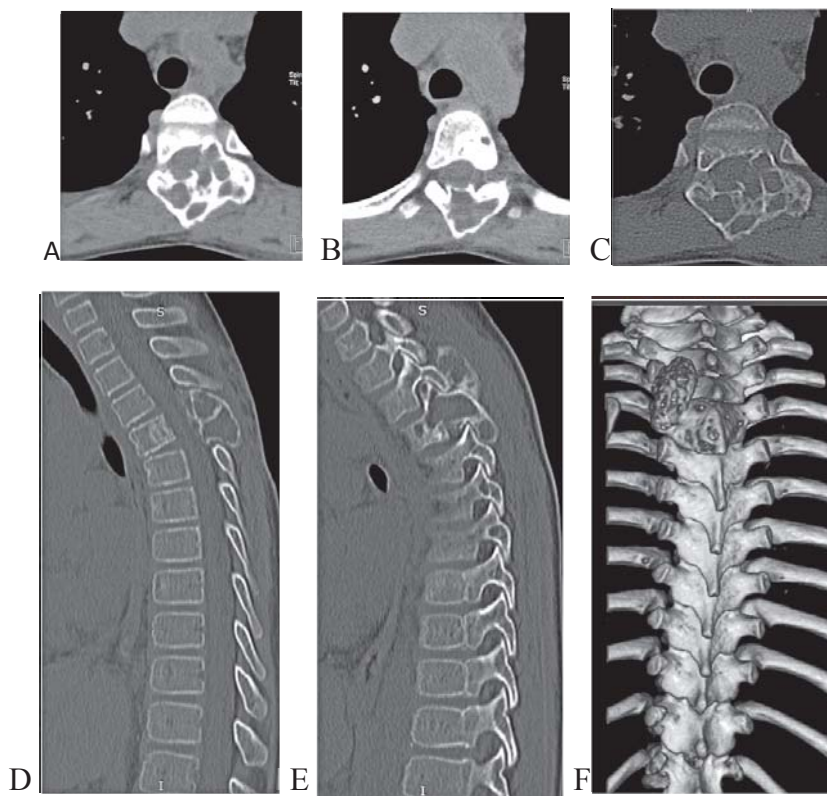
CT coloanei toracice A,B,C,D,E,F: A,B,C- secțiuni transverse la nivelul Th4 cu prezența formațiunii de volum osteolitice cu deformarea complexului posterior, pediculului cu trecere spre corpul vertebral Th4; D,E- secțiuni sagittale cu prezența formațiunii osteolitice a complexului posterior Th4 și corpului vertebral Th4; F- reconstrucția osoasă a coloanei vertebrale toracice cu prezența procesului de volum la nivel Th4 cu extindere spre complexul posterior Th3.
